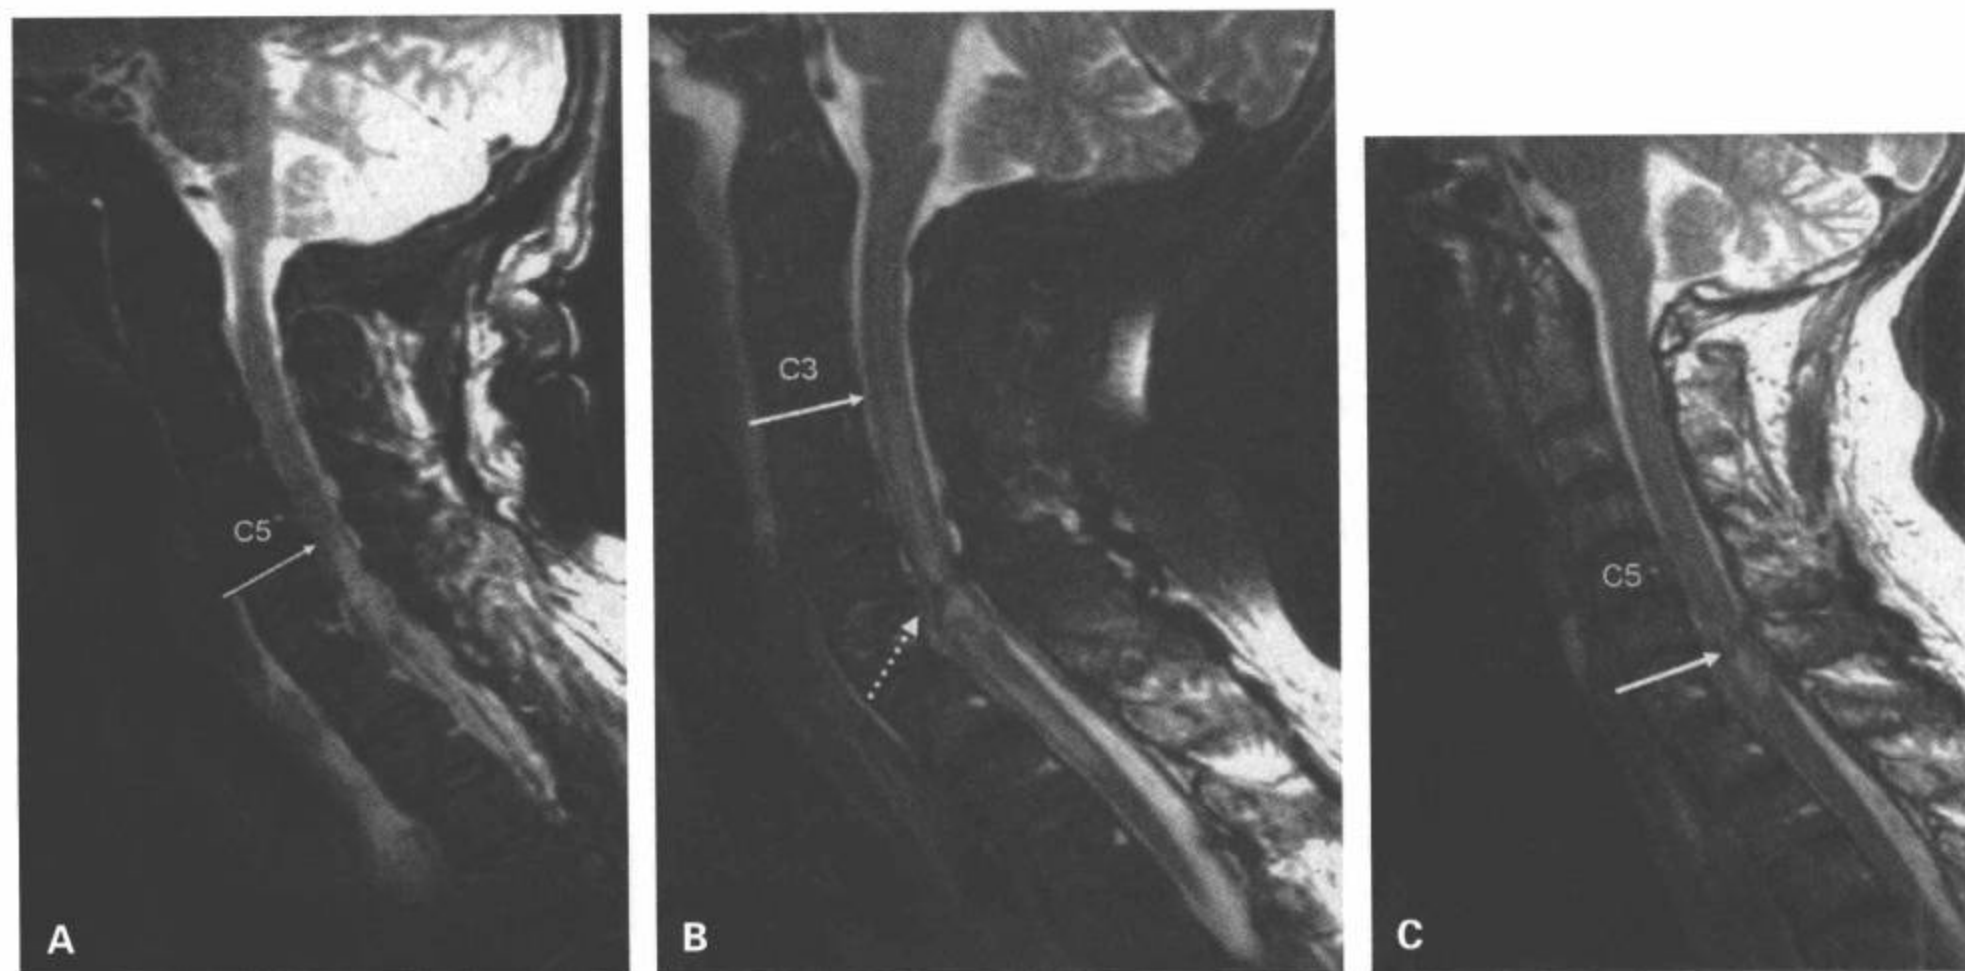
68岁脊髓损伤病人，神经损伤平面一过性上升及与治疗恢复有关的MRI。A：损伤当天的矢状面T2加权MRI显示脊髓水肿上缘接近C5/C6椎间隙（C5神经损伤平面）。B：住院3天后神经损伤平面自发性上升到C3水平。复查的T2加权MRI显示此刻水肿向头侧扩展到接近C3/C4间隙，尾侧到T2/T3间隙。显示C6/C7椎间盘突出（点箭）。C：注射高剂量甲基强的松龙后病灶的长度明显缩短。激素注射后10天的矢状面T2加权显示脊髓的病灶减小，此时的健康状况也比最初检查时好转。病人的神经损伤平面也下降到相当于C6的MRI表现。
